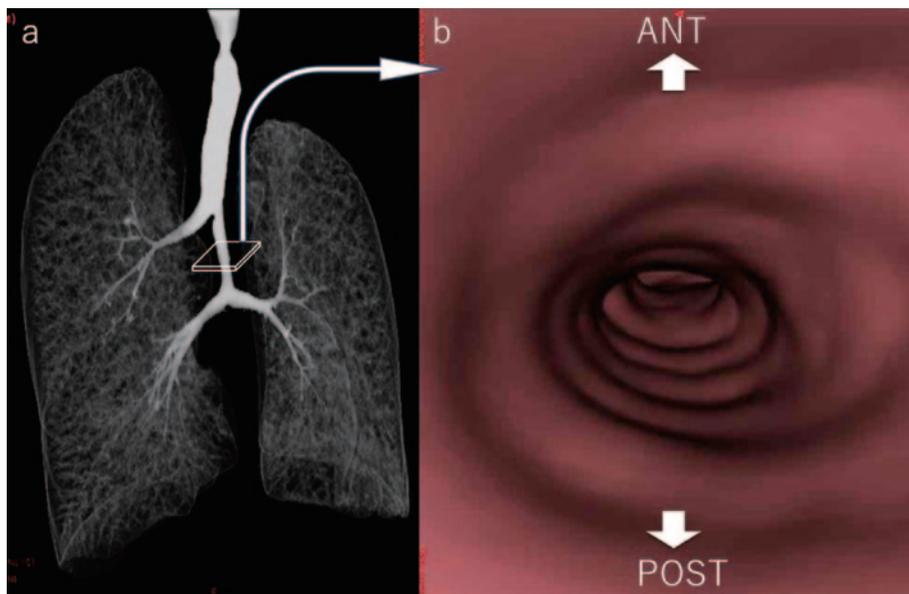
3D CT, VBN所見. (a) 右上葉支分岐後の気管狭窄を認める (3D CT). (b) 気管内腔は膜様部が欠損し, 全周性の気管軟骨を認める (VBN).
